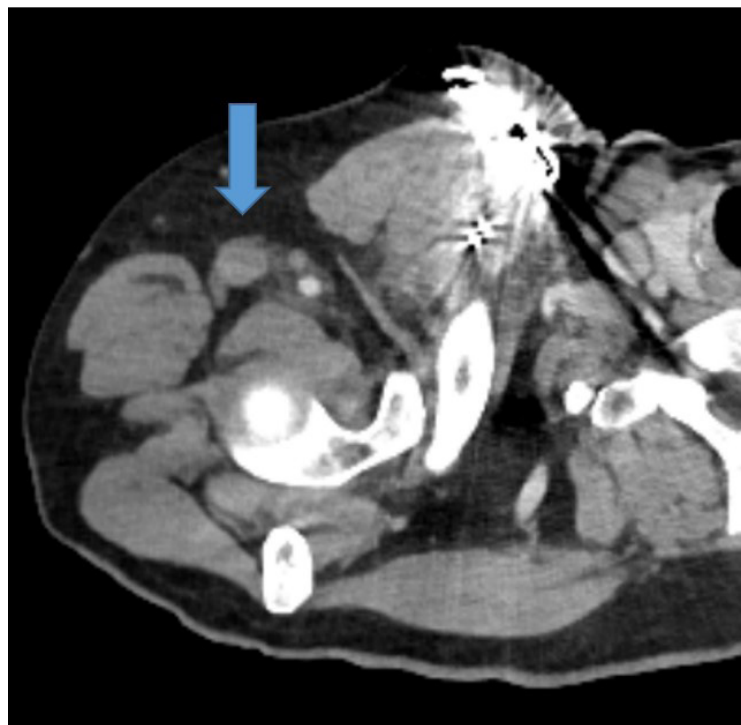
Angio-TC donde se apreció la ausencia de contraste en la vena axilar.
